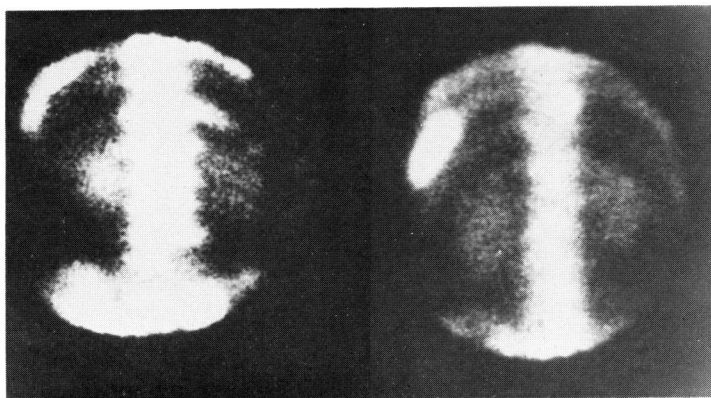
Bone scintigram of case No. 4
